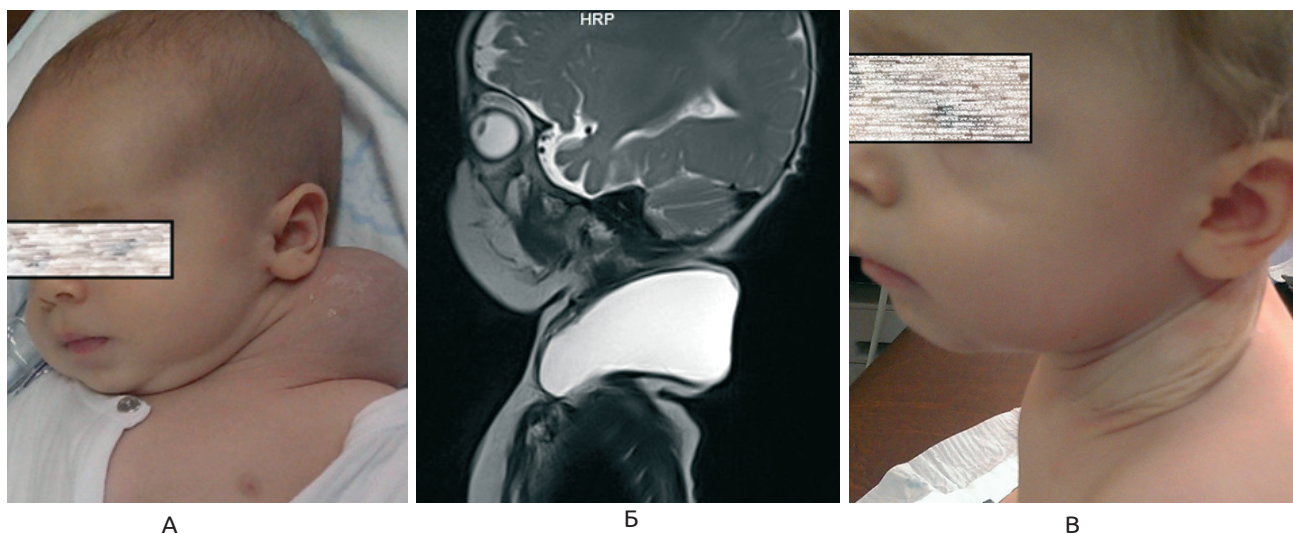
Хлопчик М., макрокістозна ЛМ: А – фото у 2 місяці, до лікування; Б – МРТ в режимі Т2; В – фото через 3 місяці після лікування.
